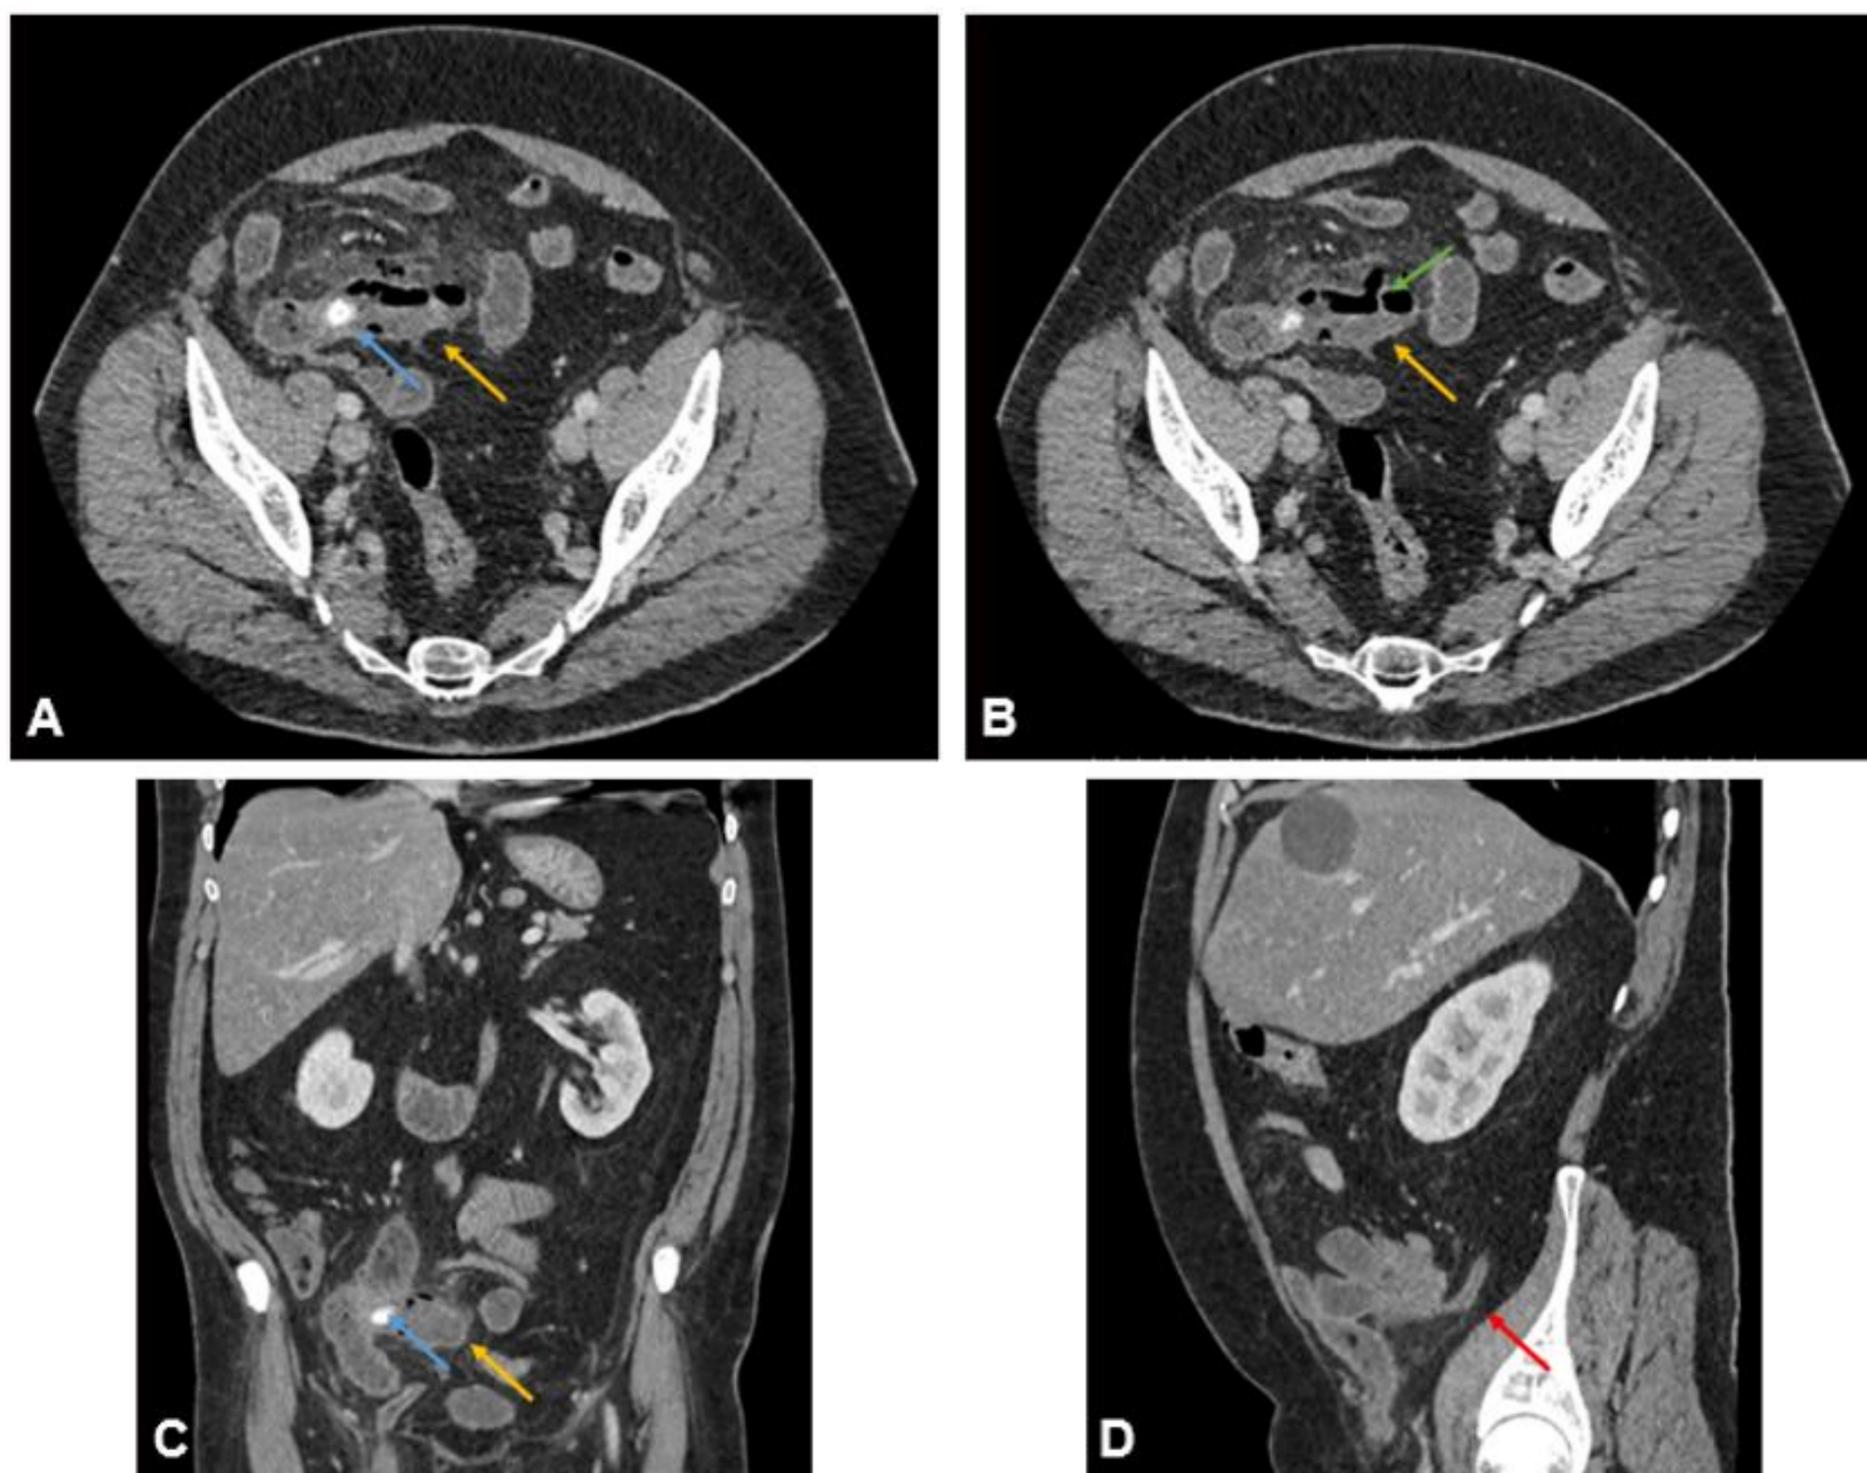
Imágenes de TC con CIV de un divertículo de Meckel perforado (flecha amarilla), con cuerpo extraño en su origen (flecha azul). En la imagen B se aprecia solución de continuidad de la pared del divertículo con salida de aire a la cavidad peritoneal (flecha verde). Imagen D mostrado apéndice de características normales (flecha roja)
